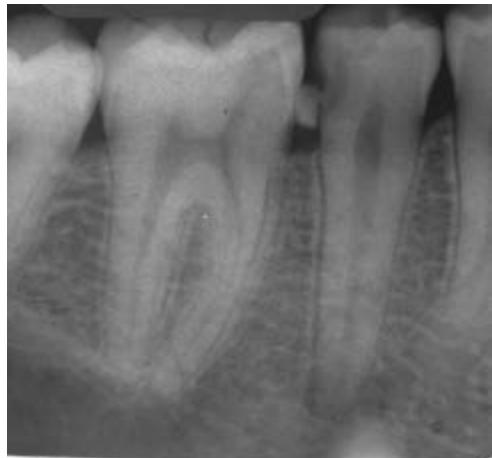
Radiographie pré-opératoire rétro-alvéolaire.
